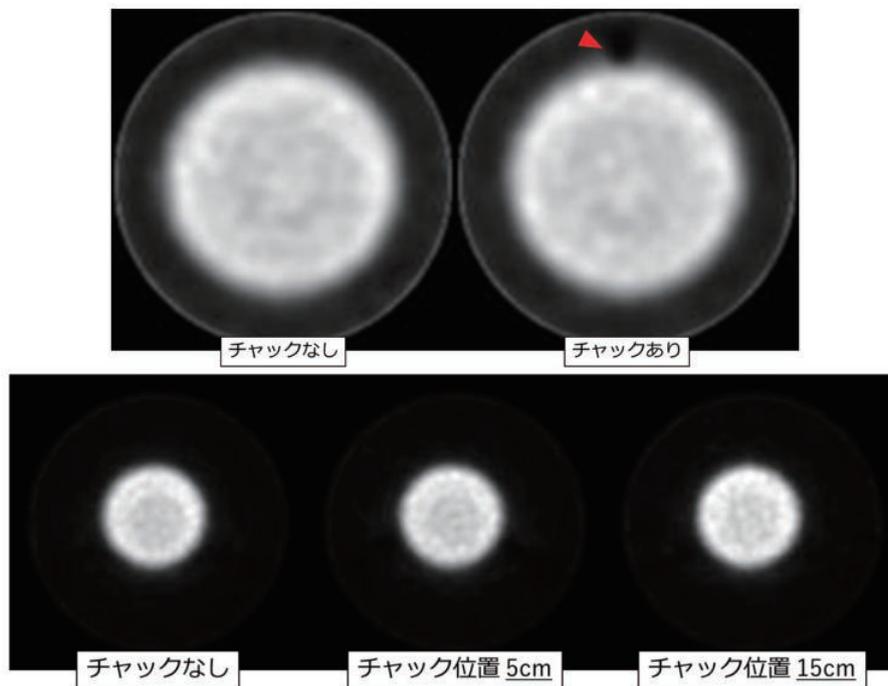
SPECT 画像 (上部：方法①、下部：方法②)
